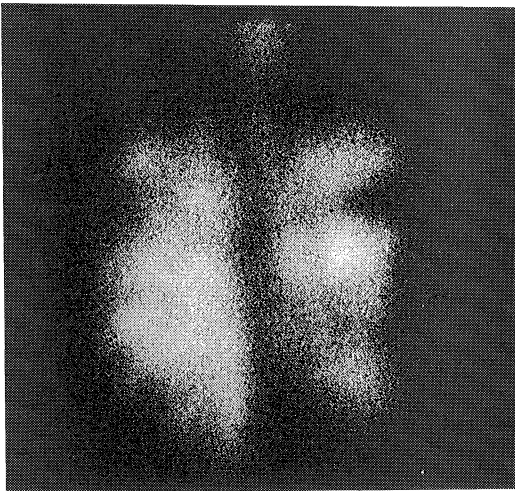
Ventilation scintigraphy.
